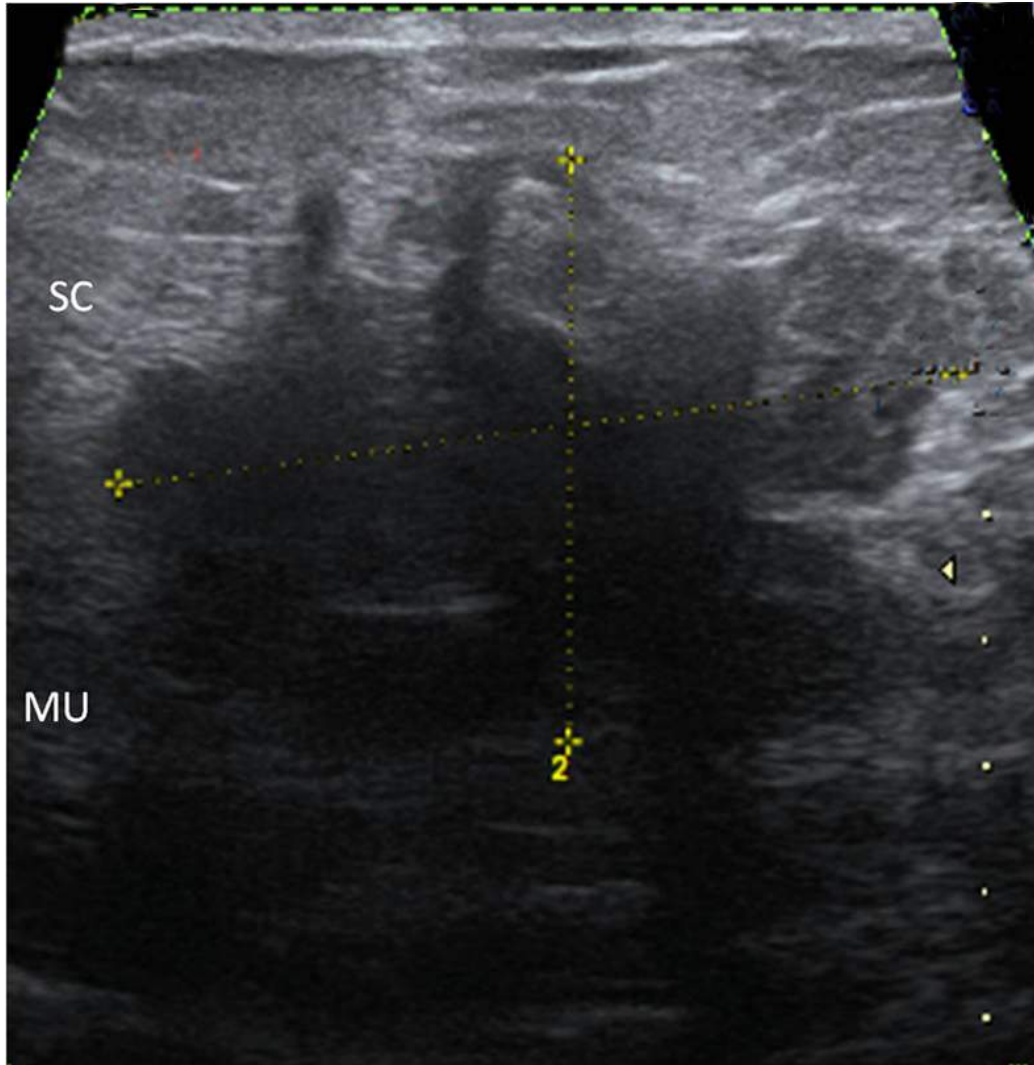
Endométriose pariétale profonde. Nodule de 3 cm, fortement hypoéchogène, atténuant, à contours irréguliers, infiltrant la paroi profonde mais aussi superficielle. Devant ce type de lésion pseudo-desmoïde, le contexte clinique et l'IRM peuvent apporter des arguments d'orientation en faveur d'un endométriose (discussion d'exérèse d'emblée plutôt qu'une biopsie). (Source : Dr Petit, hôpital Saint-Joseph.)
